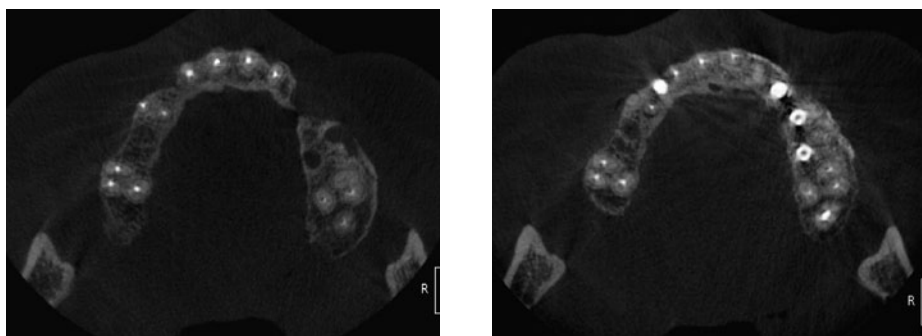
術前（左）、術後（右）の CT 水平断面像の比較。
